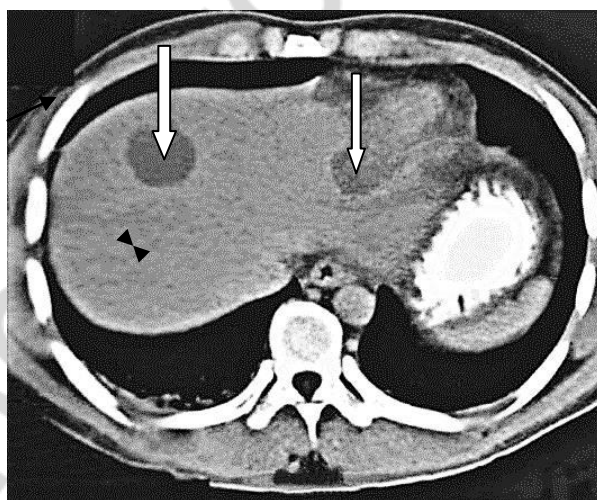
Компьютерная томография брюшной полости у пациента с амёбным абсцессом печени: один абсцесс в правой доле, второй — в левой
